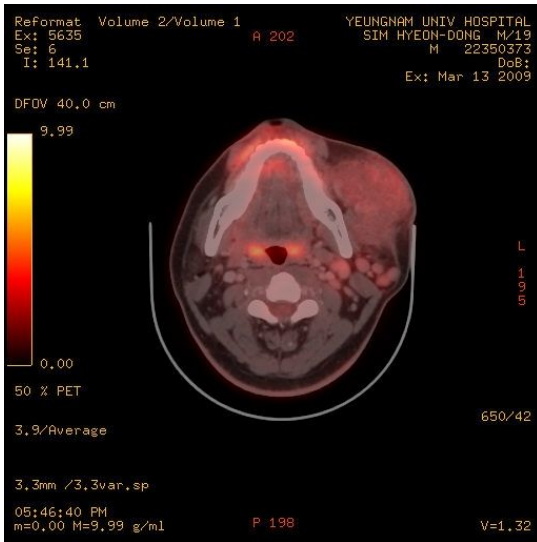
A PET-CT scan shows a hypermetabolic mass in contact with the masseter muscle in the left cheek area.
